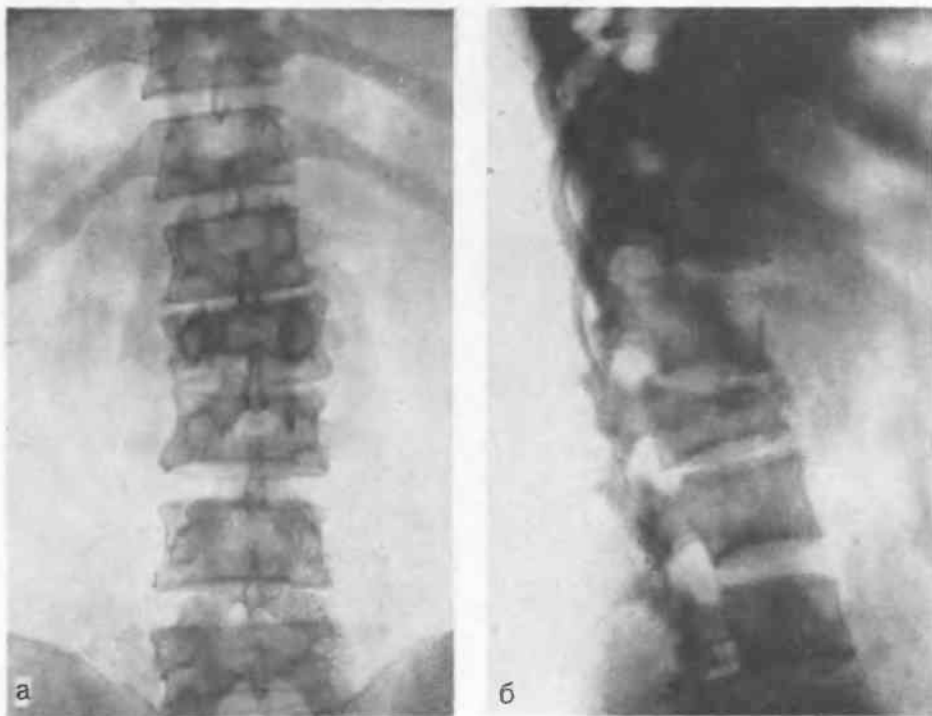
К заданию 8. Обзорные рентгенограммы поясничного отдела позвоночника в прямой (а) и боковой (б) проекциях.
